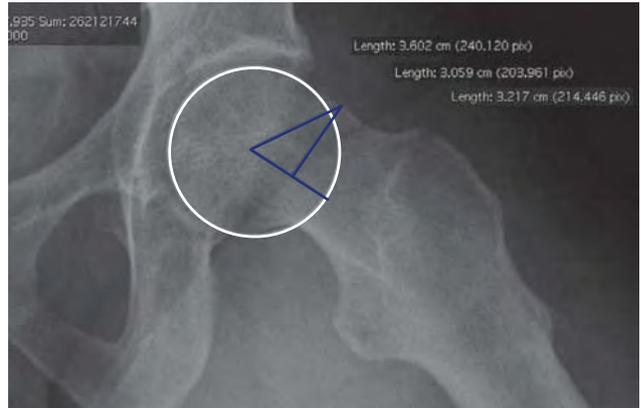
Radiografía axial de Dunn, en la que se puede ver en azul el ángulo  $\alpha$  de la cabeza femoral.
